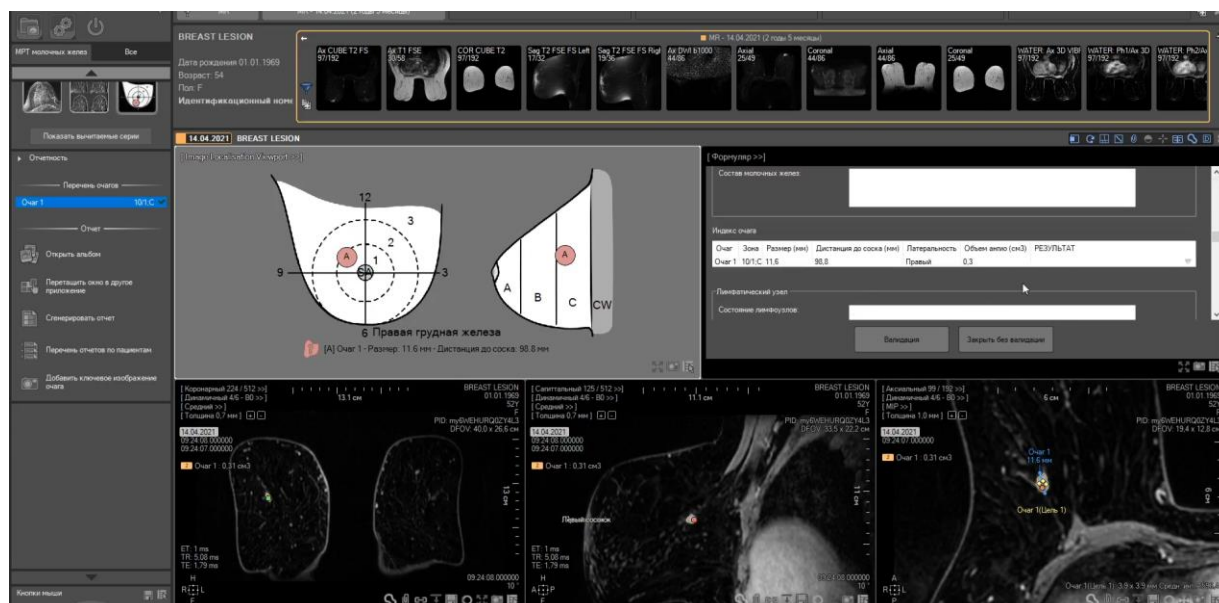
Отчет по МРТ молочной железы.
